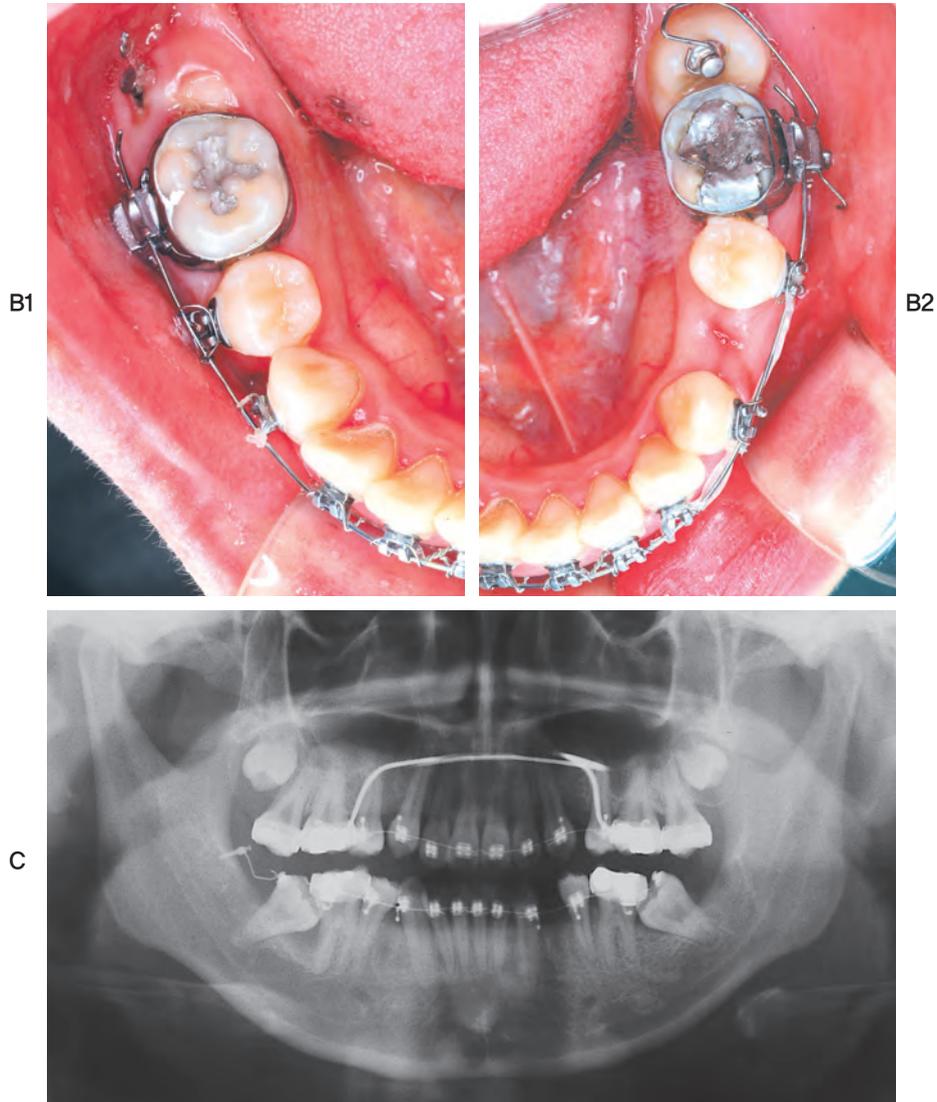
(계속) B, 1, NiTi 분절 호선을 이용한 직립. 2, 마이크로 임플란트를 이용한 직립. C, 치료 2개월 파노라마 방사선 사진. (계속)
